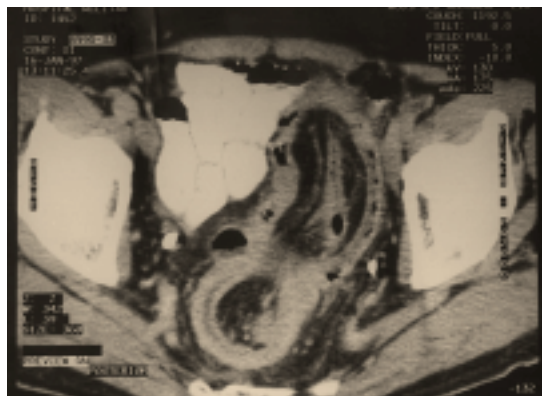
Tomografía computada de abdomen y pelvis que muestra invaginación del colon sigmoides en el recto. Nótase el doble lumen que se observa como aire en la pared del intestino.
